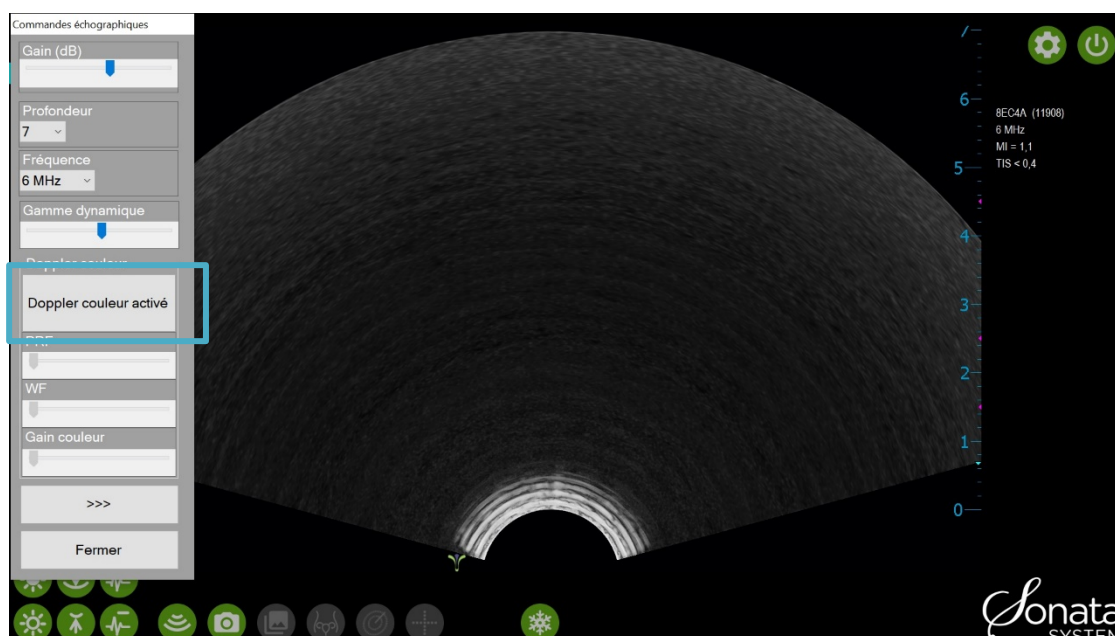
Activer le Doppler couleur.
